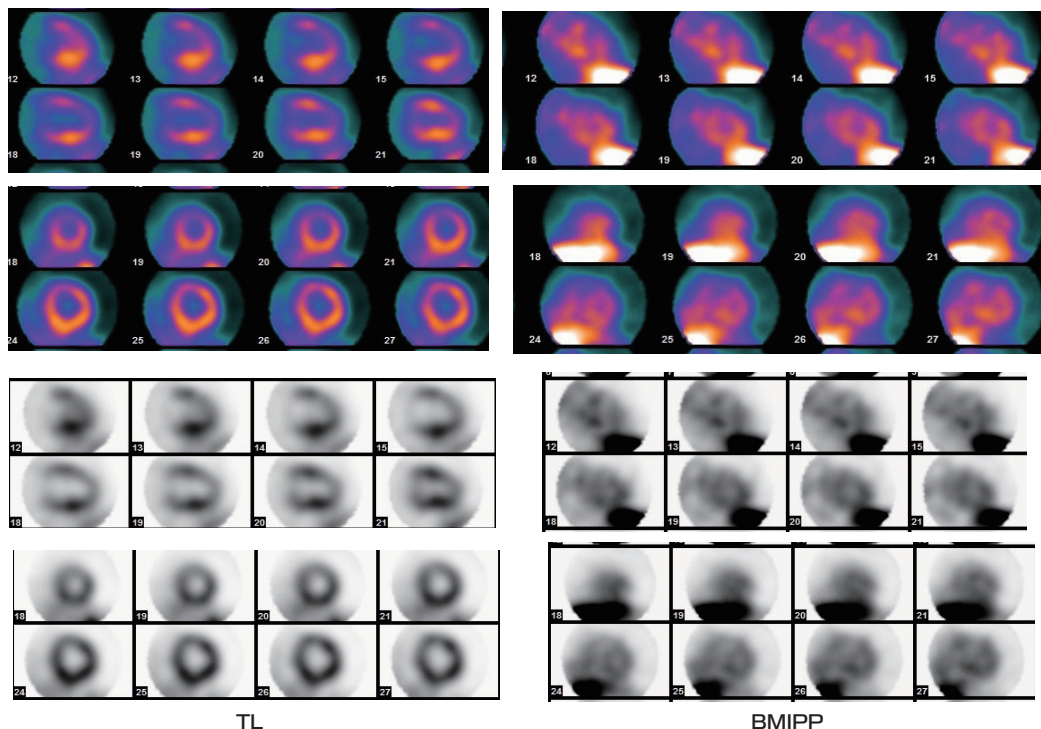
TI-BMIPP 2核種同時収集SPECT
